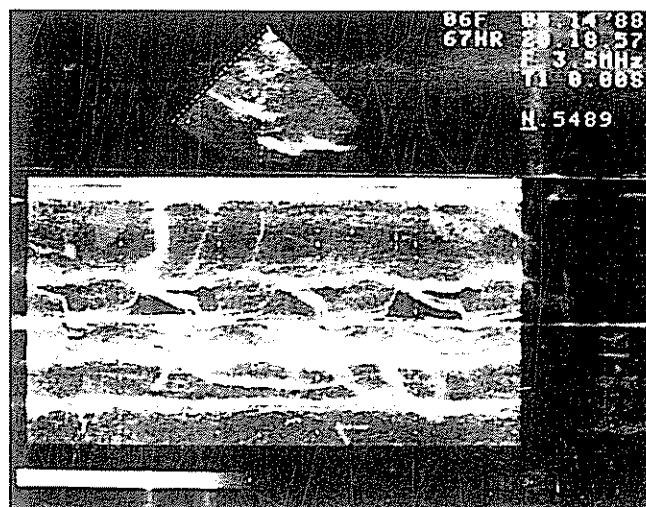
Ecocardiografía en M-modo mostrando unas valvas mitrales fuertemente fibrosadas con movimientos de apertura y cierre acortados (doble lesión valvular mitral)
